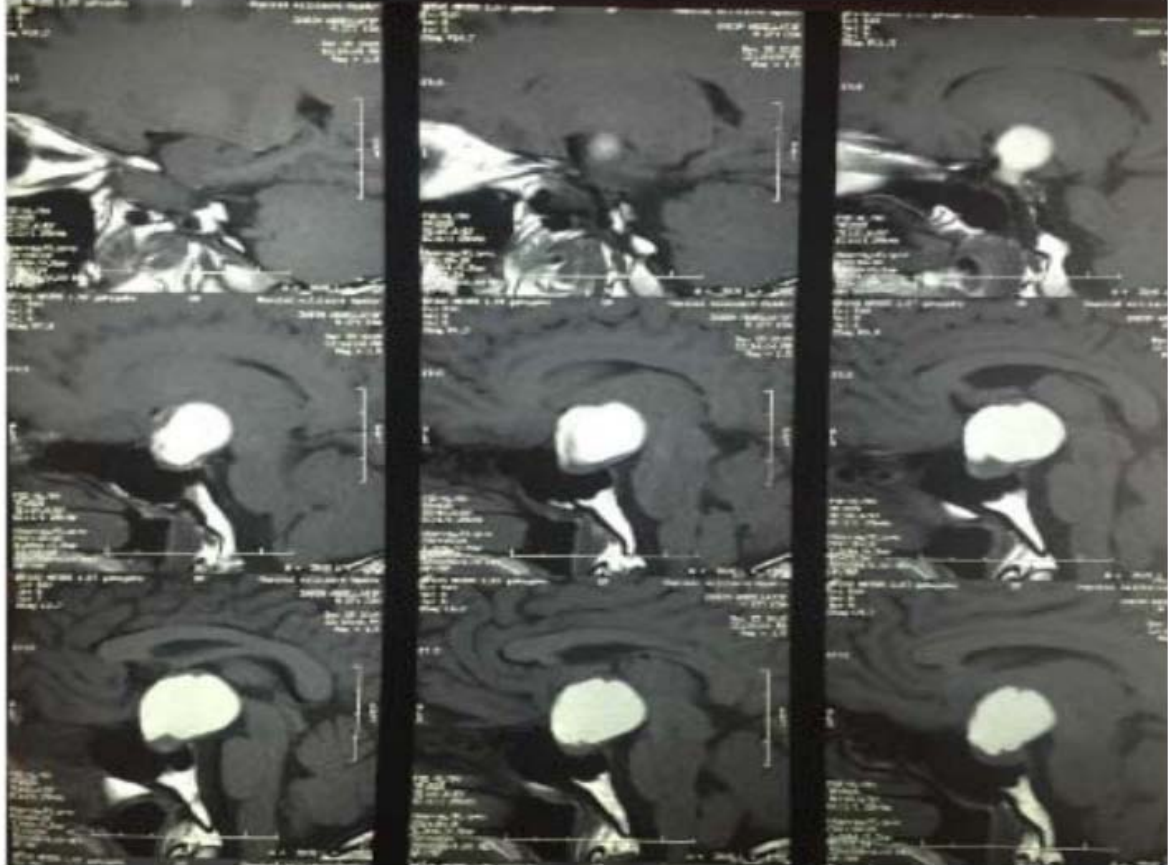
IRM hypophysaire en coupe sagittale T1 objectivant un macroadénome à double composante kystique et charnue
